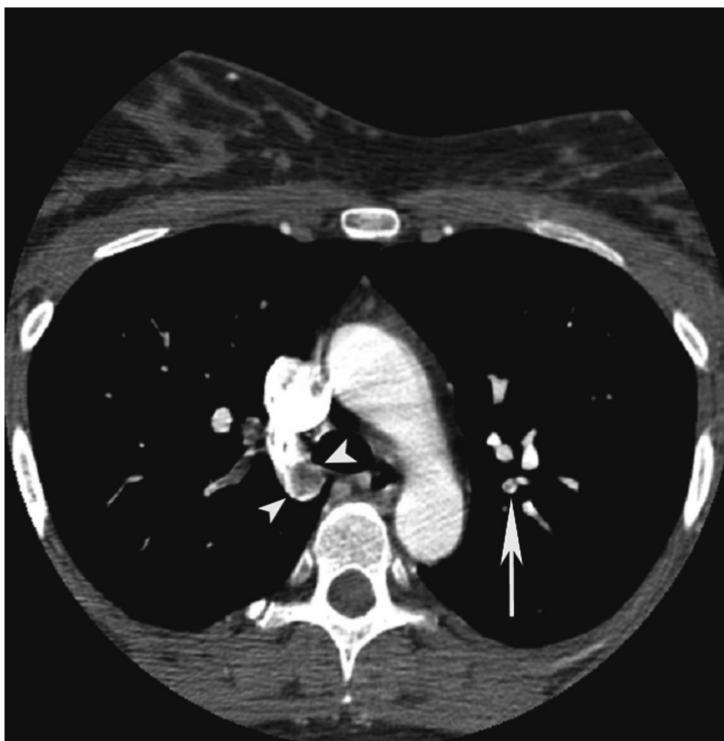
Imagen axial de una angiografía con CT torácica que muestra un defecto de llenado compatible con embolia pulmonar aguda. Dos puntas de flecha señalan un defecto de llenado circular en la arteria pulmonar del lóbulo medio derecho. La flecha blanca larga que se proyecta en el pulmón izquierdo señala un defecto de llenado en la arteria segmentaria en la porción posteromedial.
